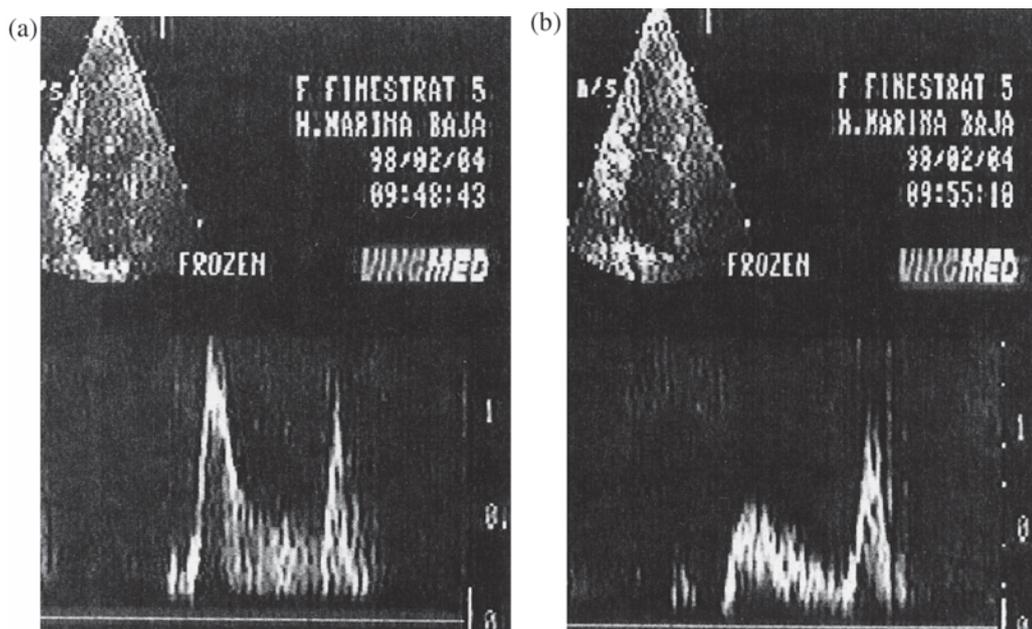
Imágenes de ecocardiografía Doppler de un paciente con isquémica miocárdica. Basalmente (a) se objetivó un patrón de llenado mitral normal. Tras infusión de dobutamina se objetivó un deterioro severo de la contractilidad de la pared anterior y un patrón de llenado con trastorno de la relajación (b)³⁶.
